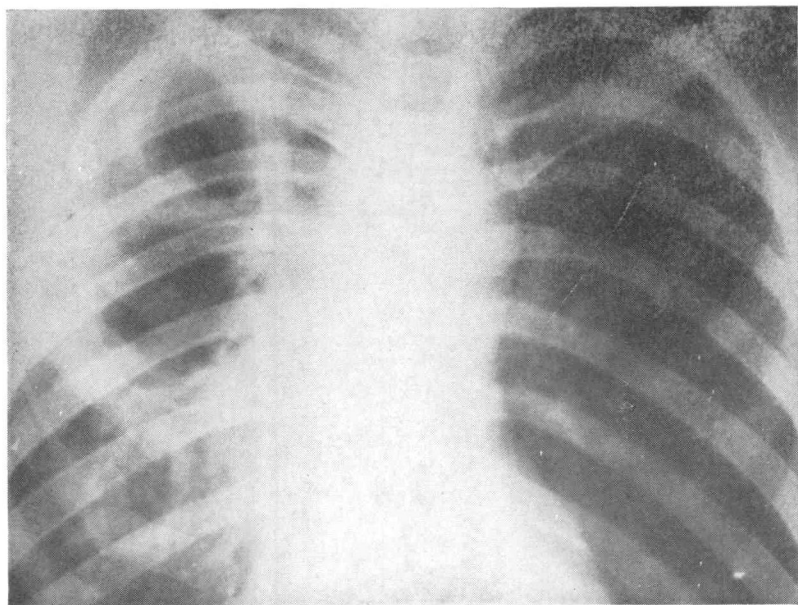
Contrôle radiographique (suite de la FIG. 4) après trois mois de traitement médical.
